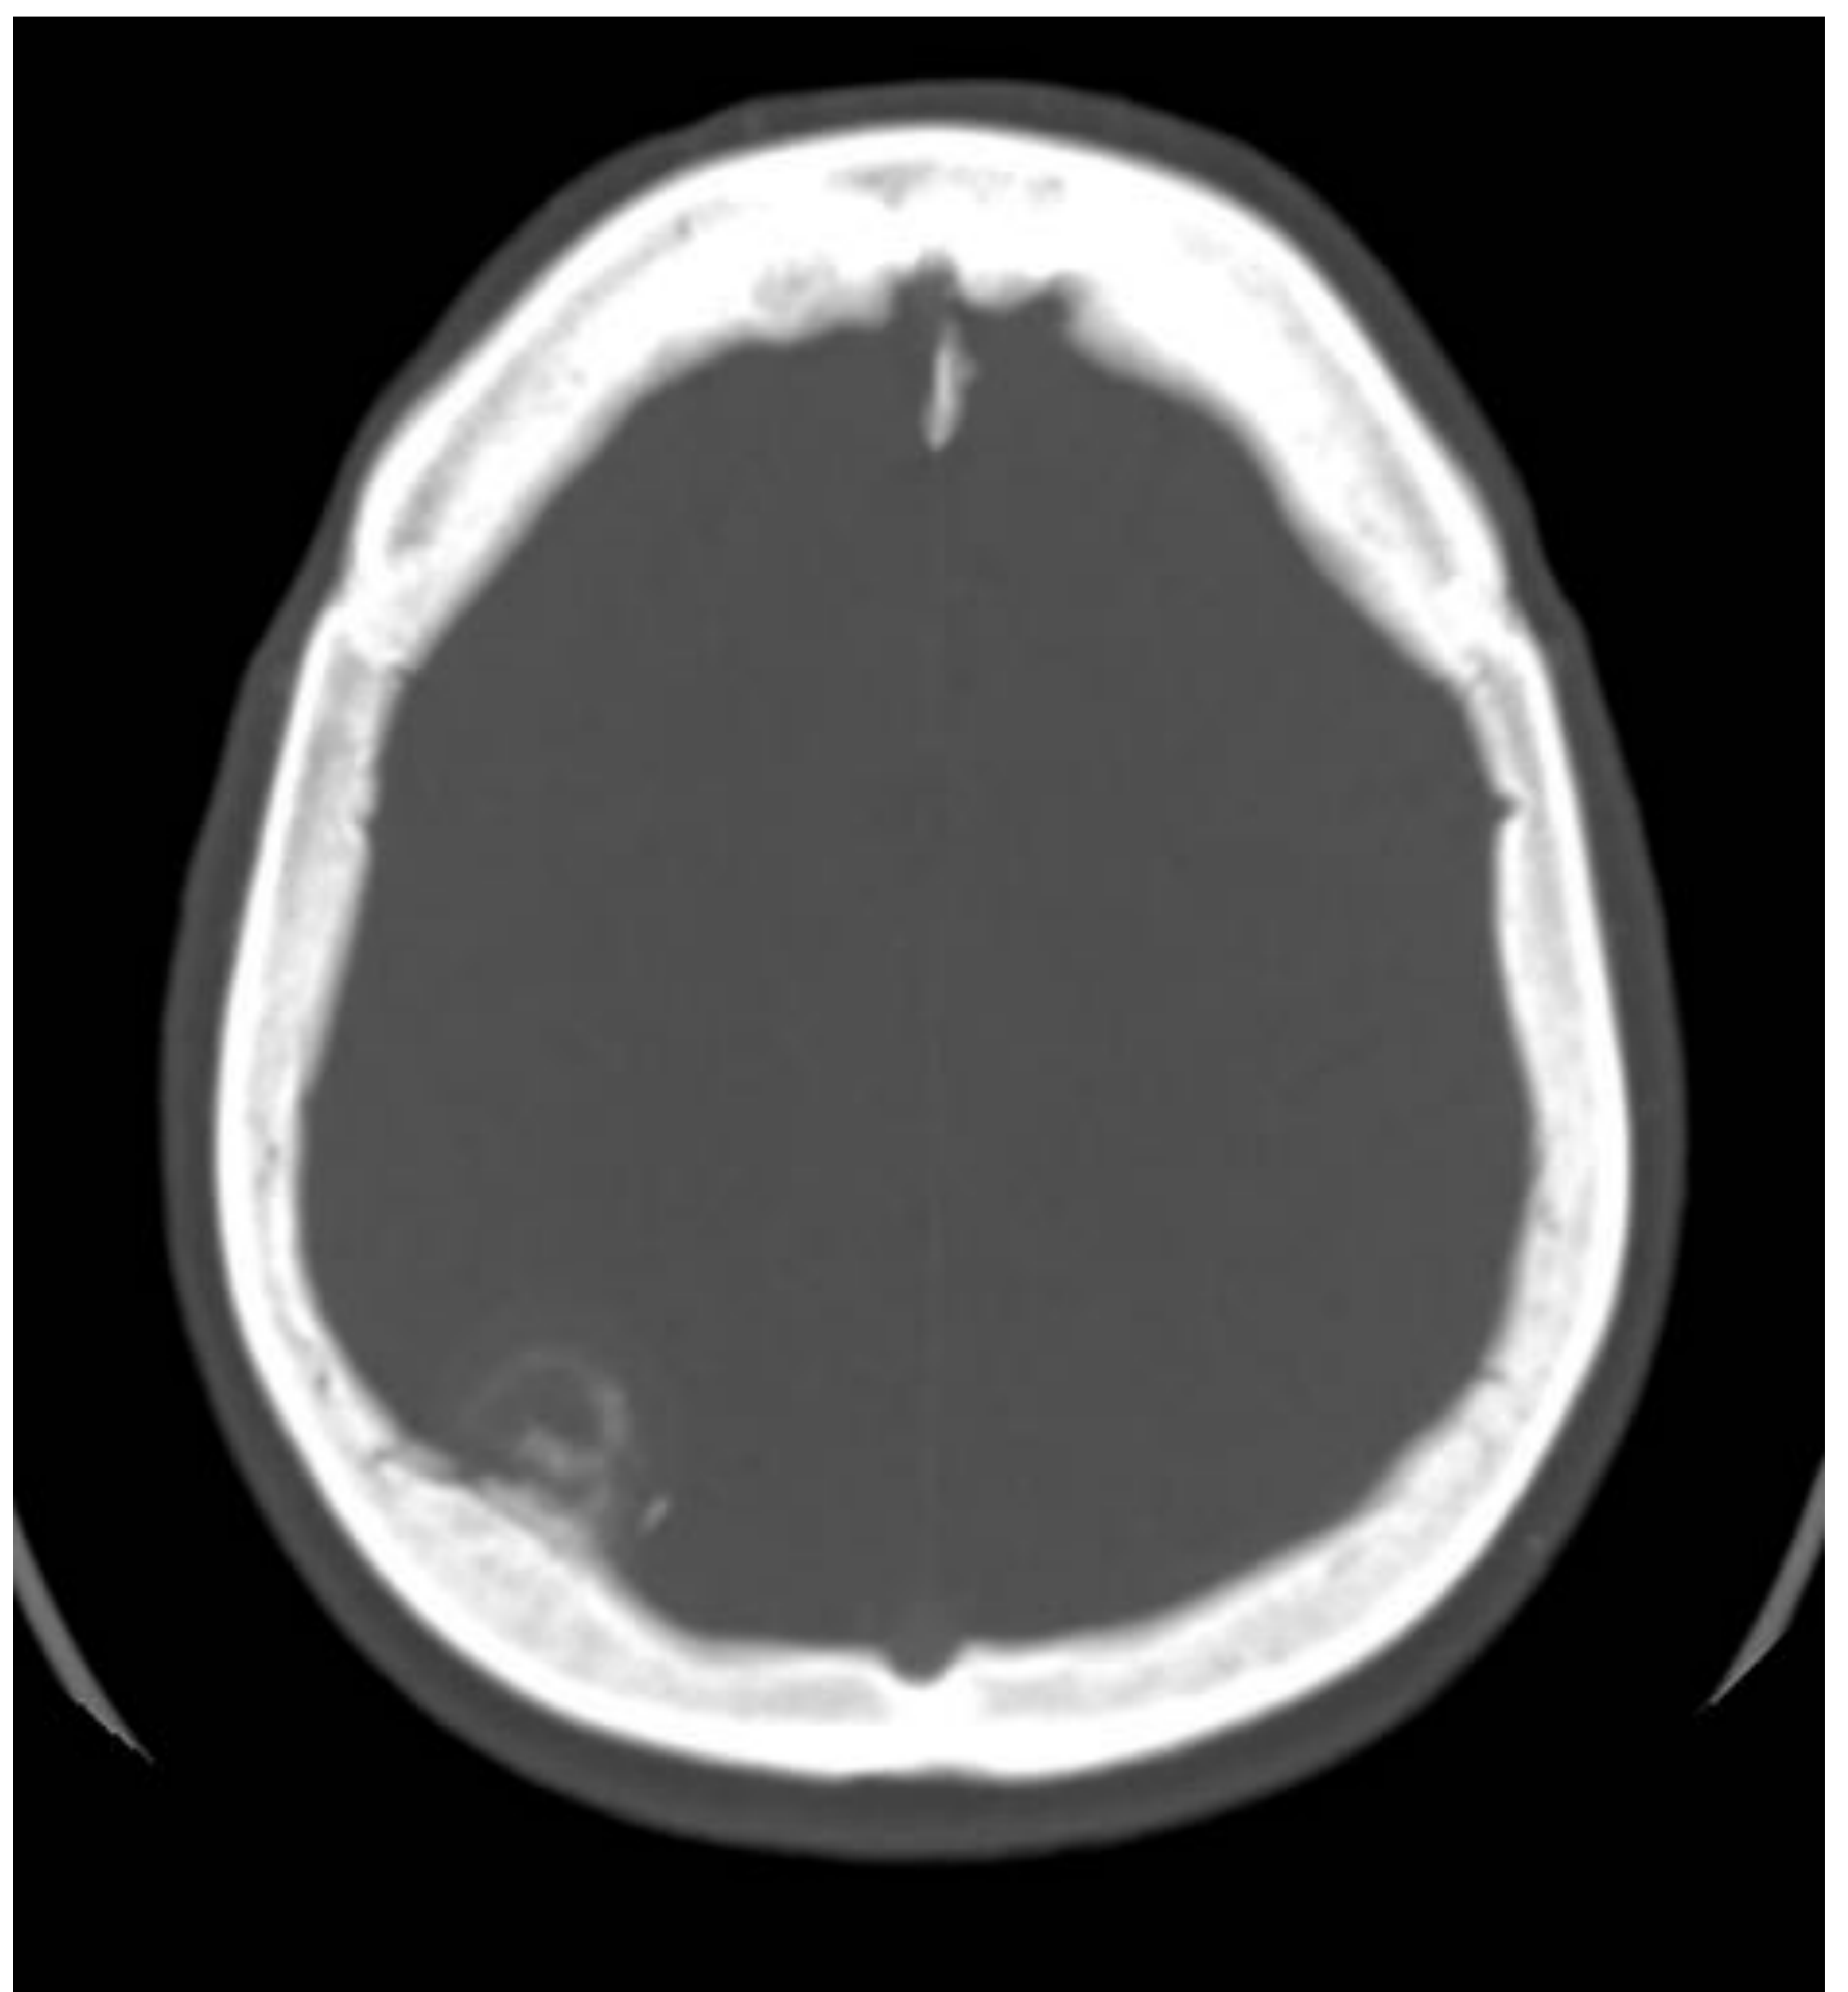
TC: Ventanas de tejido blando y ósea
